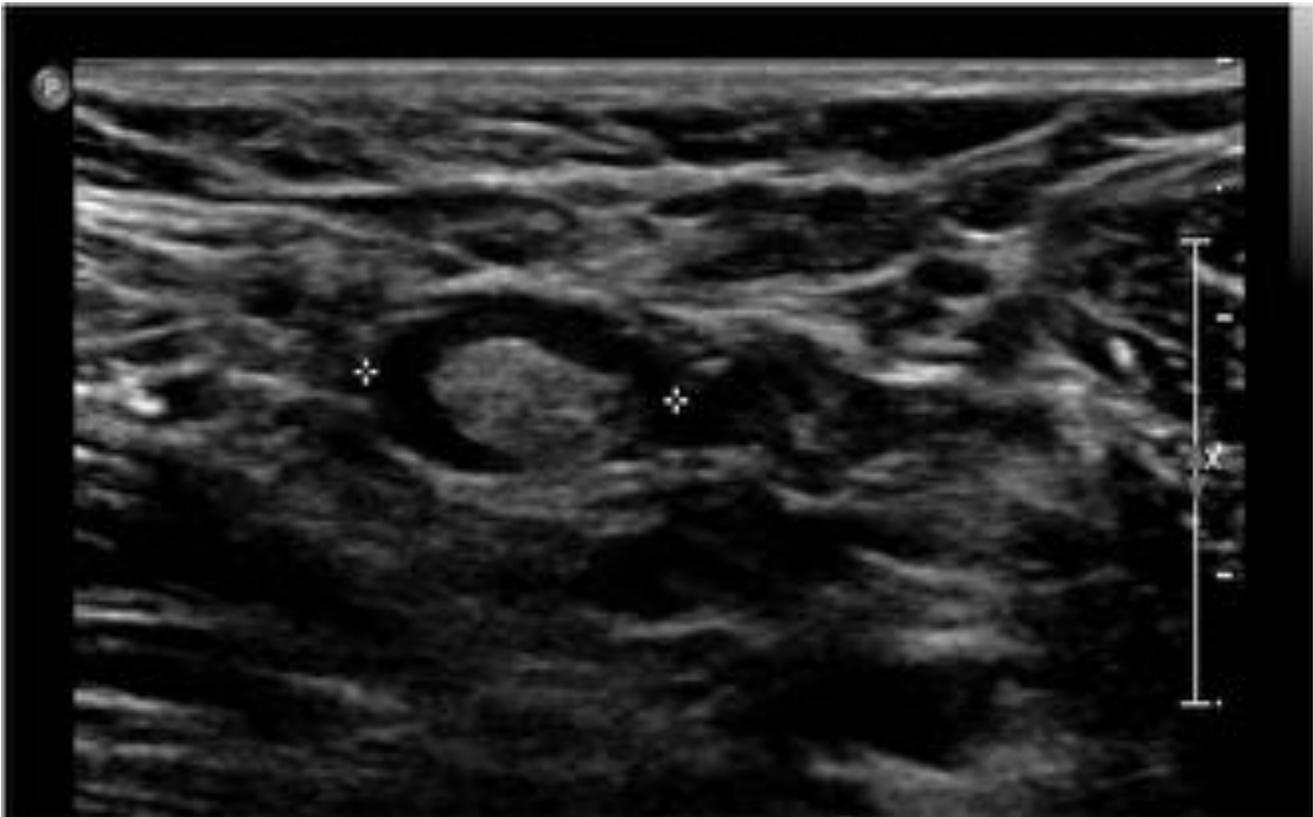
Ecografía: adenopatía axilar normal: morfología ovalada, hilio central ecogénico, eje corto inferior a 1 cm
